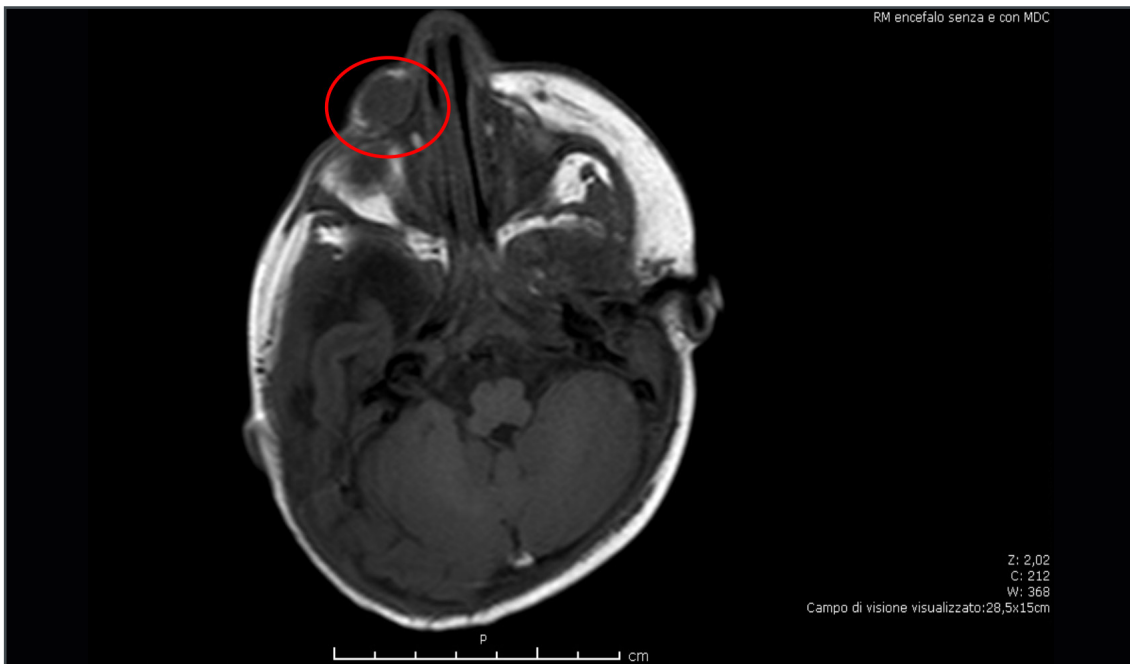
RMN encefalo con studio orbite, sequenze pesate in T1. L'esame evidenzia una massa ipointensa in contatto con la parete anteriore del seno mascellare, senza infiltrazione della stessa.
